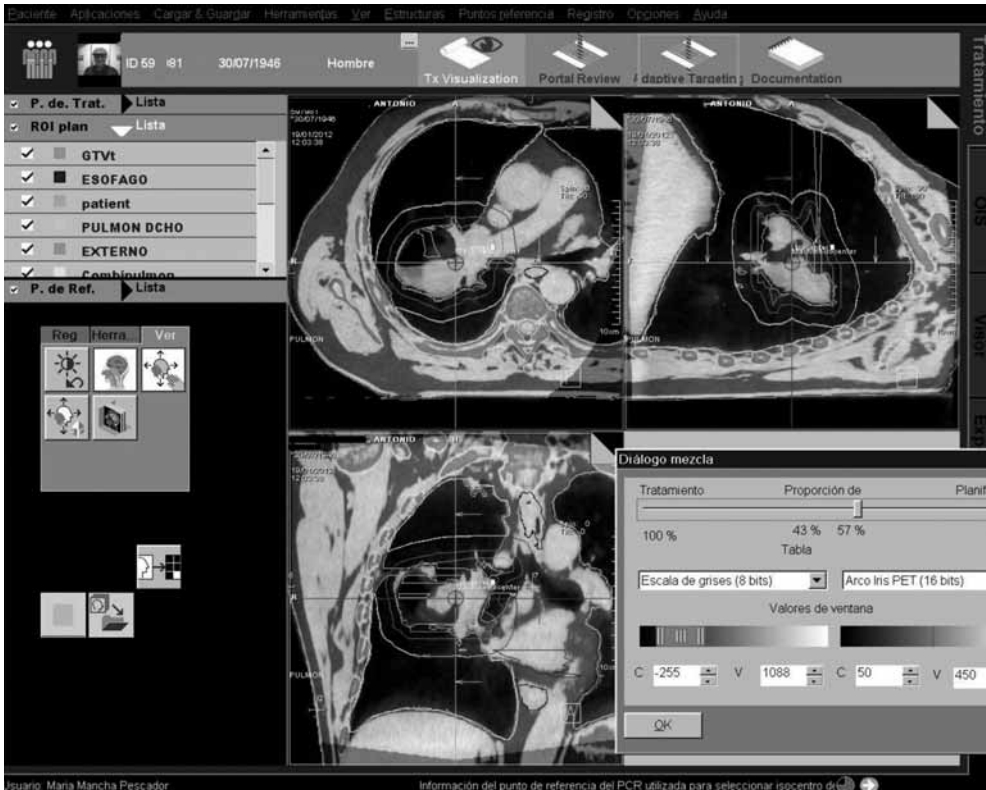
Fusión cone-beam CT y TC de planificación (ver en color en págs. finales).
